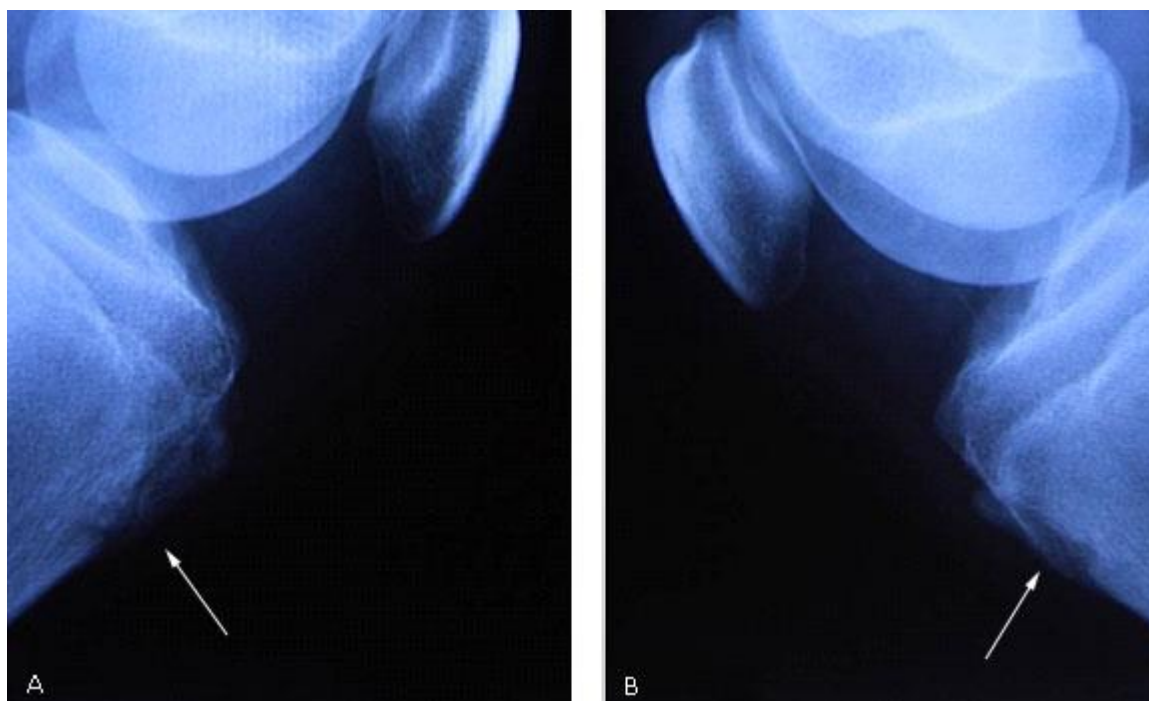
Radiografías laterales de ambas rodillas a los 14 años. La flecha señala el desprendimiento de la tuberosidad anterior tibial.
